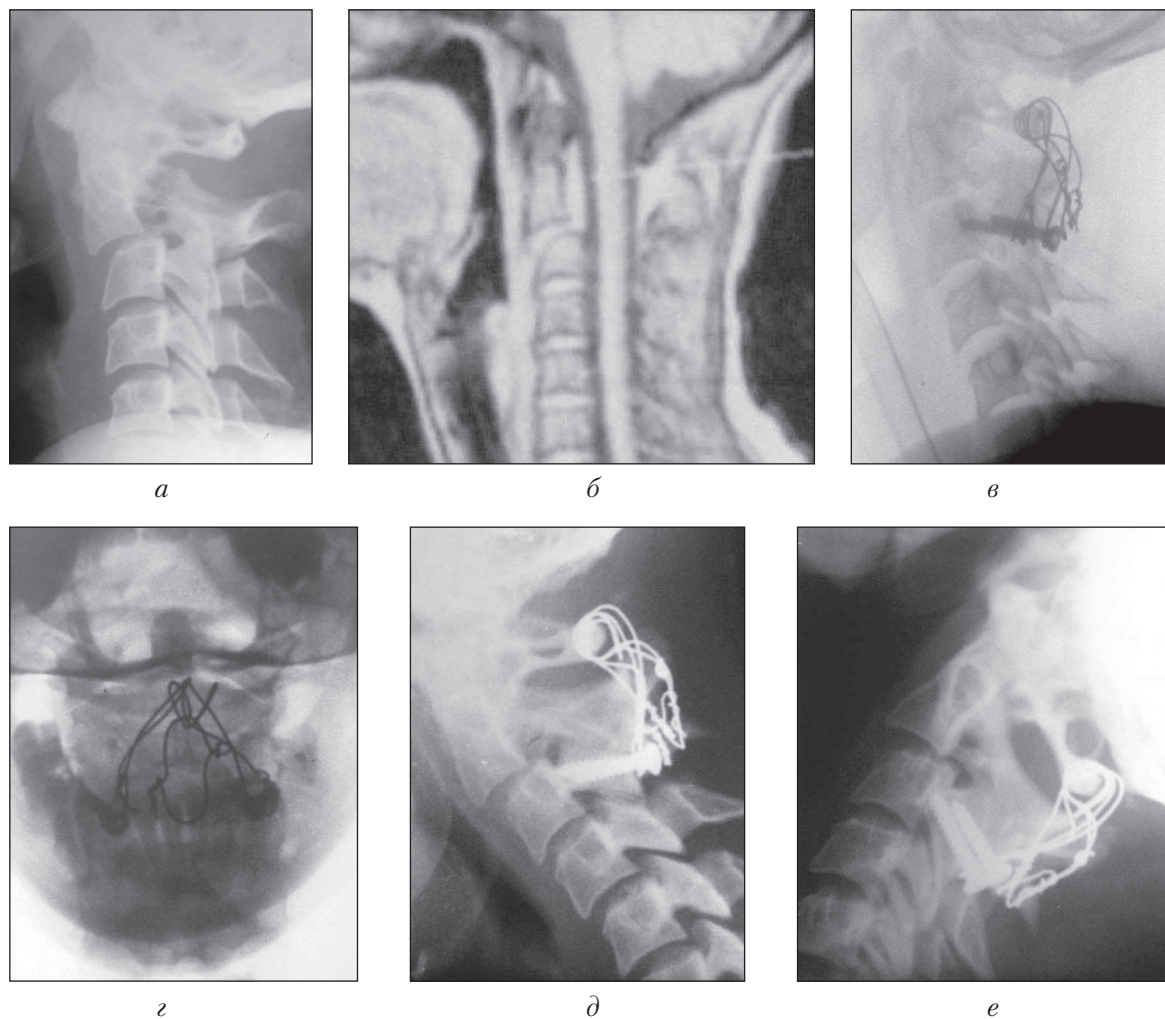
Фотоотпечатки рентгенограмм и МР-томограмма больной А.:
